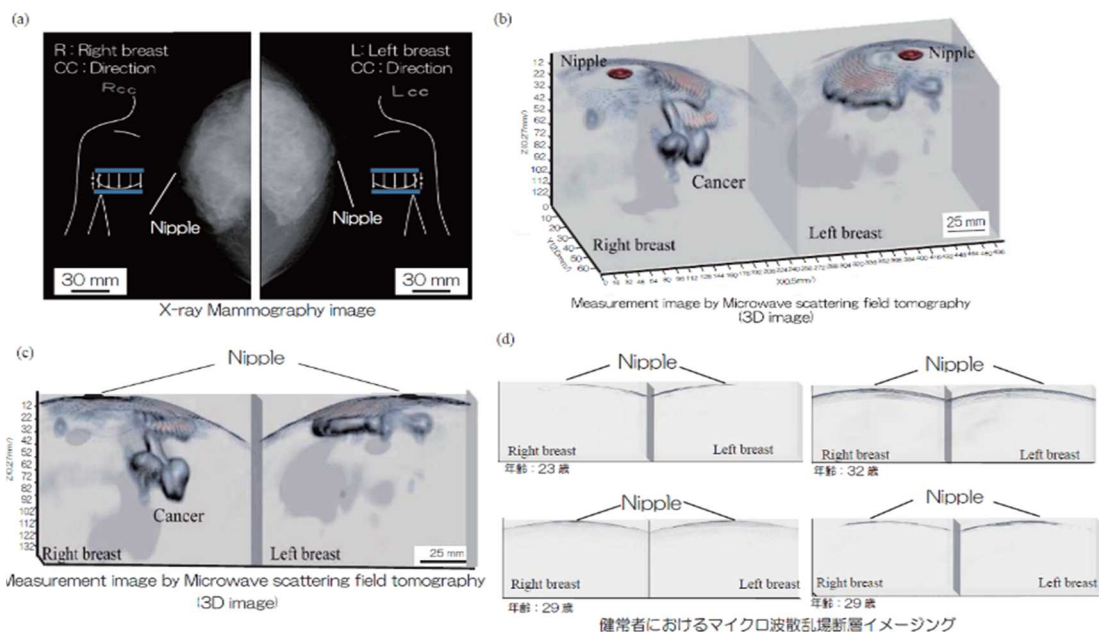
マイクロ波マンモグラフィの臨床研究結果。(a)X線マンモグラフィ画像と(b,c)マイクロ波マンモグラフィによる測定画像の比較(高濃度乳房、55歳、右胸がん腫瘍)。(d)健康者のマイクロ波マンモグラフィ画像
